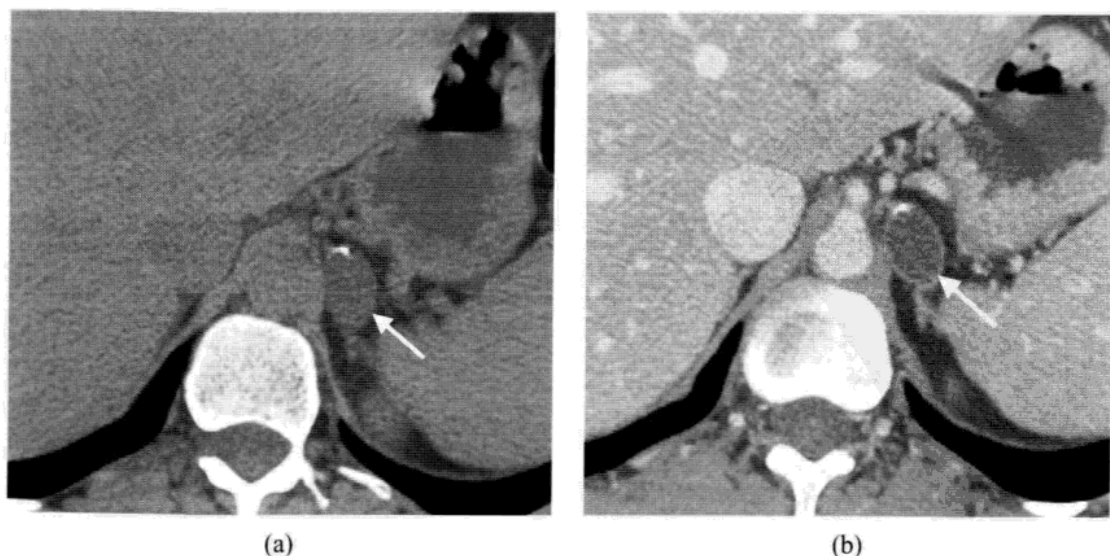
肾上腺囊肿。平扫 CT 图像示左肾上腺肿块，CT 值 18HU(箭头)(a)。静脉注入对比剂后，肿块未见明显强化(箭头)(b)。
